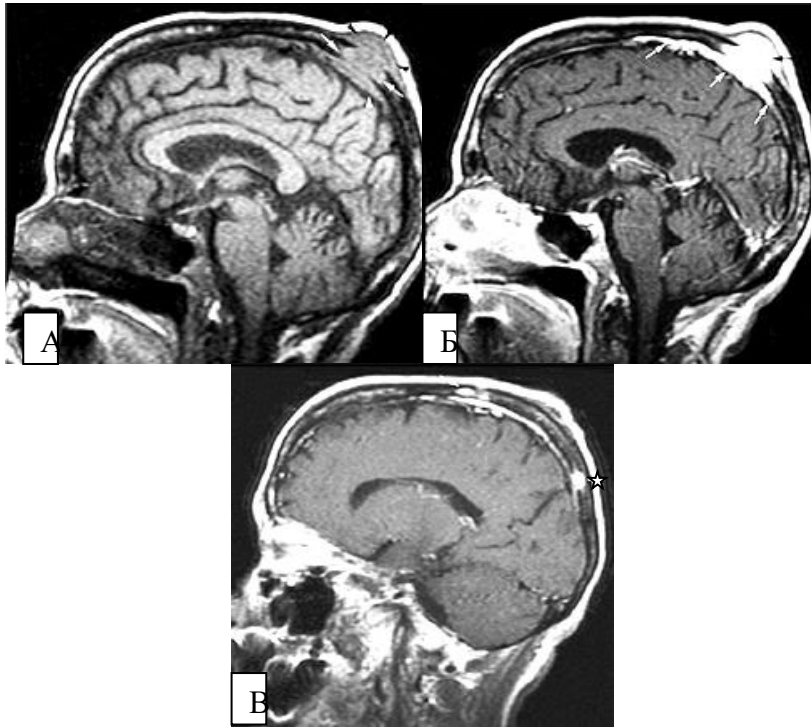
МРТ T133 із придушенням сигналу від жирової тканини й після введення контрастної речовини (магневіста) у сагітальній площині. Солітарна міелома – на нативній МРТ (А) у диплоїдній речовині тім'яної кістки визначається солітарне вогнище, що поширюється в м'які тканини й у тверду мозкову оболонку (ТМО). На пост контрастному зображенні (Б) візуалізується інфільтрована та стовщена ТМО (стрілки) і ще одне вогнище в задніх відділах тім'яної кістки – зірочка.
